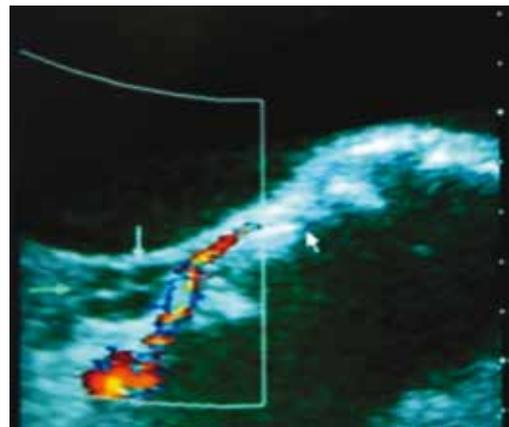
Ultrasonografía realizada en diciembre de 2009, en la cual se observa masa pélvica heterogénea de 135 x 62 x 133 mm, con vascularización importante.
